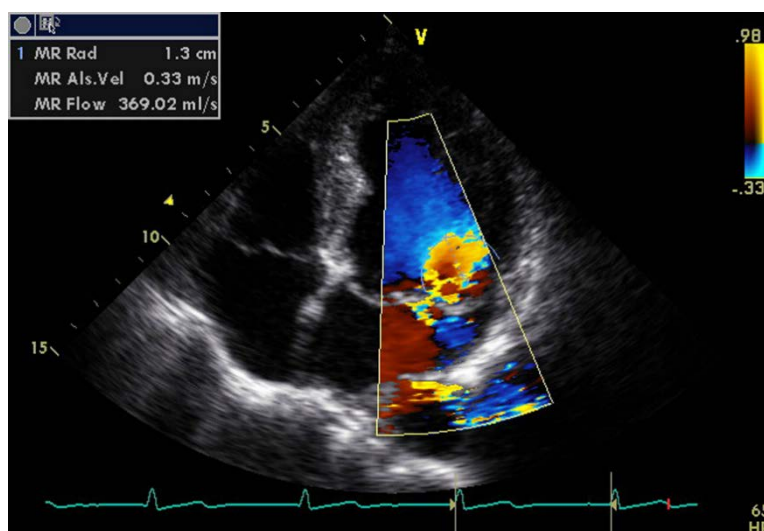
Пример эхокардиографической оценки тяжести митральной регургитации по площади проксимальной изоскоростной поверхности (PISA) в четырехкамерном верхушечном сечении, цветной доплеровский режим
